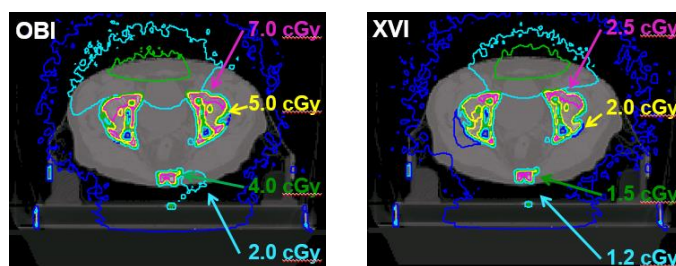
画像誘導放射線治療における kV-コーンビーム CT の線量分布
